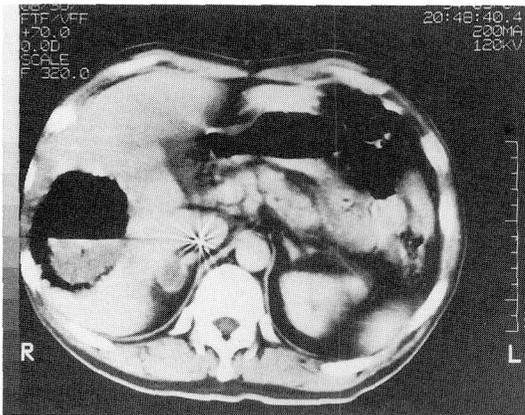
Abdominal computed tomography shows a cavity lesion with a fluid level in the right hepatic lobe (1994/3/7)
